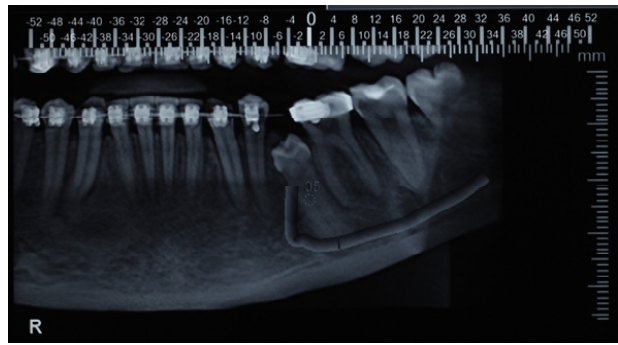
Tomografia Computadorizada Cone Beam pré-operatória.
